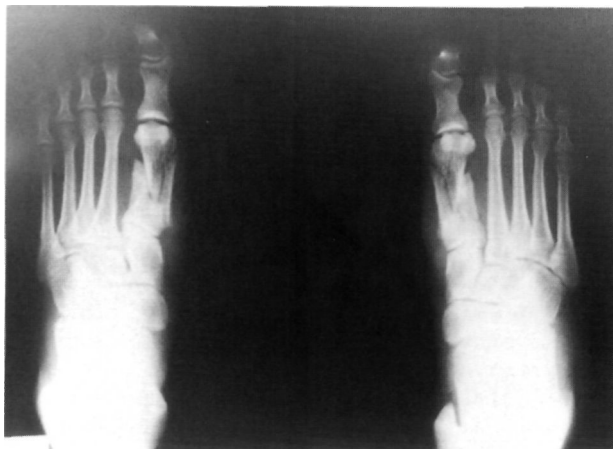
Radiografía de la lesión inicial: conminución del primer metatarsiano con acortamiento de su longitud.
